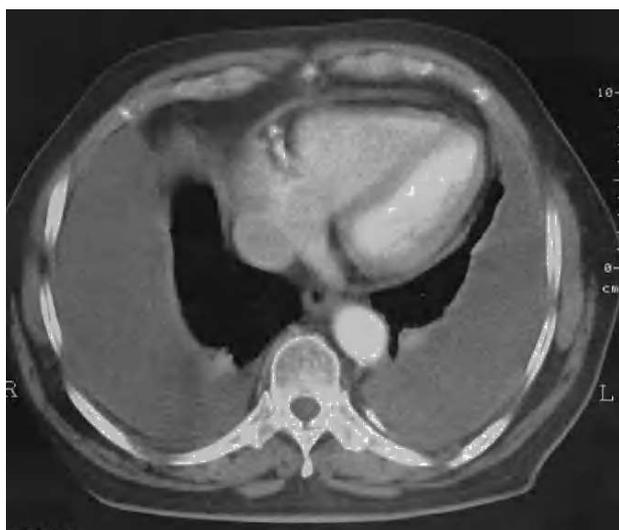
Tomografía axial computarizada de tórax con contraste intravenoso. Derrame pleural bilateral con engrosamiento pleural.
